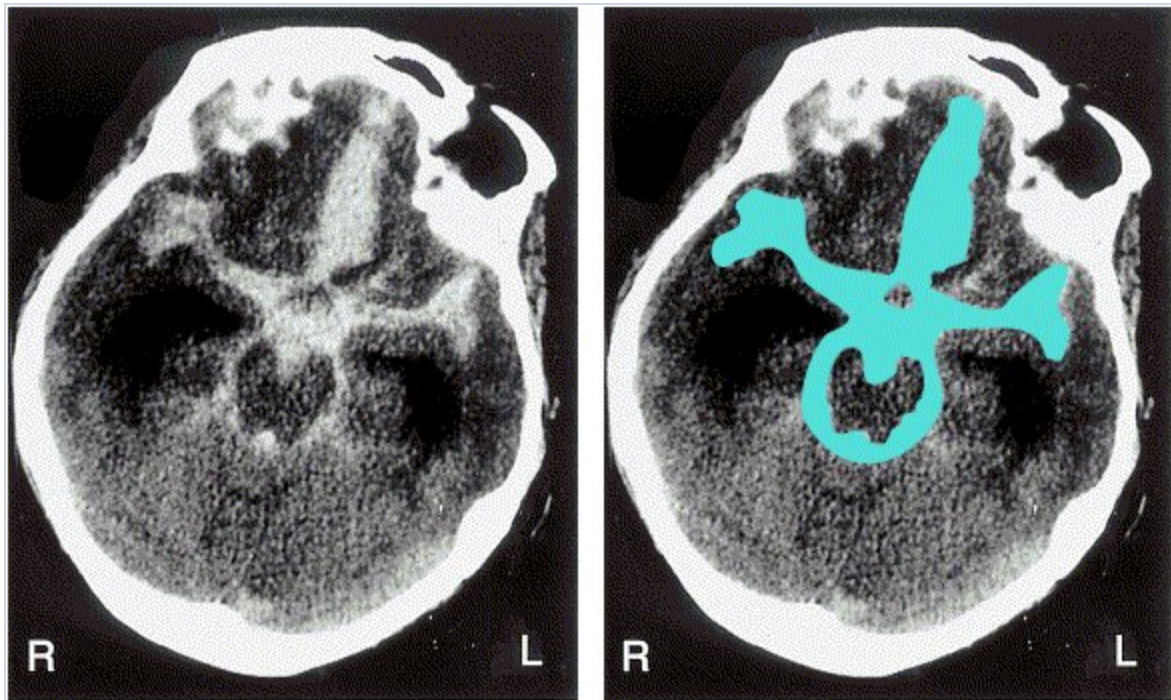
Hemorragia subaracnoidea franca: TC Manifestaciones típicas de hemorragia subaracnoidea. La TC muestra una hemorragia subaracnoidea importante, en la que la sangre se aprecia de color blanco o como aumento en la intensidad de la señal (a). La hemorragia masiva llena el espacio subaracnoideo y delimita la cisura interhemisférica anterior, la fosa temporal lateral, la cisterna supraquiasmática en el centro y la cisterna paramesencefálica hacia atrás. La gran cantidad de sangre se muestra en azul (b). Las hemorragias de esta magnitud suelen ser mortales y los pacientes suelen estar en estado de coma.
